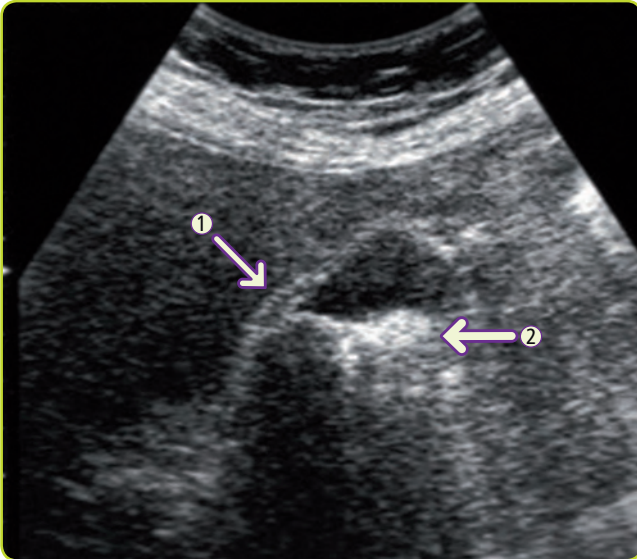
Colecistitis aguda. En ambos casos, observamos un engrosamiento de la pared de la vesícula. Ecografía: pared de la vesícula engrosada (flecha 1), colelitiasis (flecha 2).
